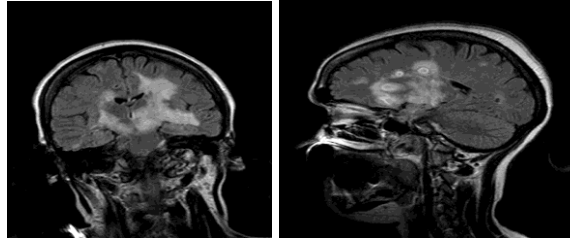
Image IRM d' une EMAD
